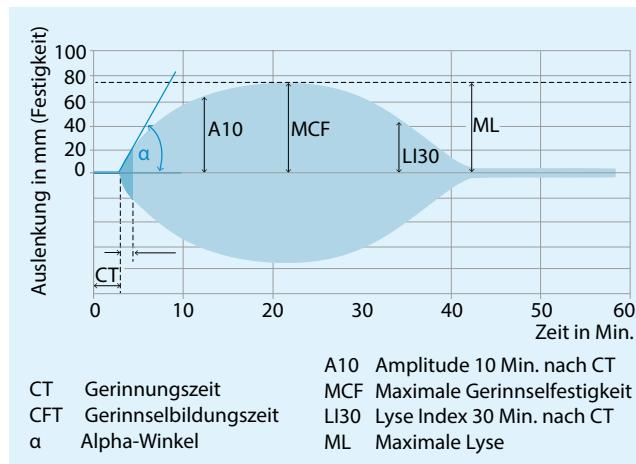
Thrombelastometrische Ergebnisdarstellung. Parameter: CT (coagulation time [s]), CFT (clot formation time [s]), MCF (maximum clot firmness [mm]) und ML (maximum lysis [%]) im ROTEM. (Abb. von TEM International GmbH, München, mit freundlicher Genehmigung)
